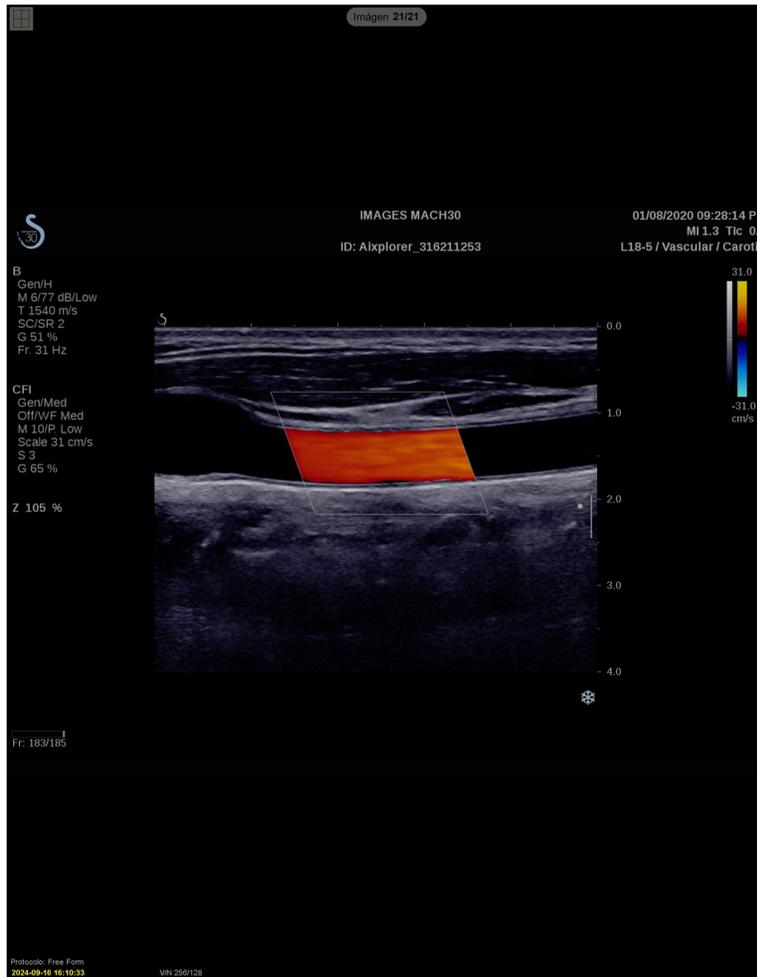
Navegación por imágenes de ultrasonido
